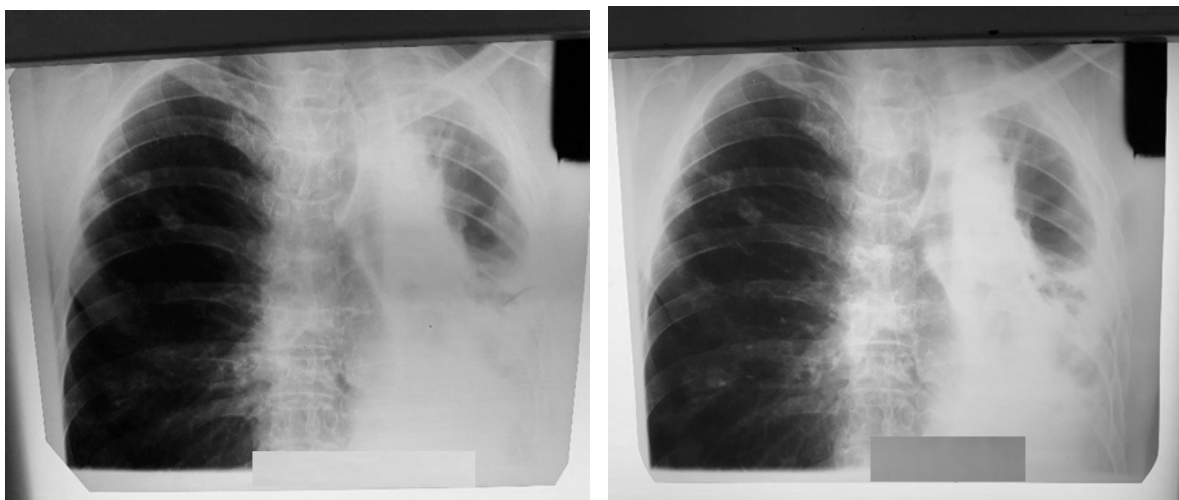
Обзорная рентгенограмма ОГК от 27.09.24    Рис.5 Обзорная рентгенограмма ОГК от 22.10.24
